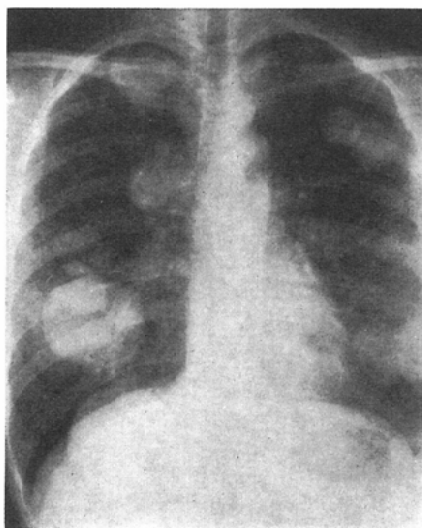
Chest X-ray film before irradiation
